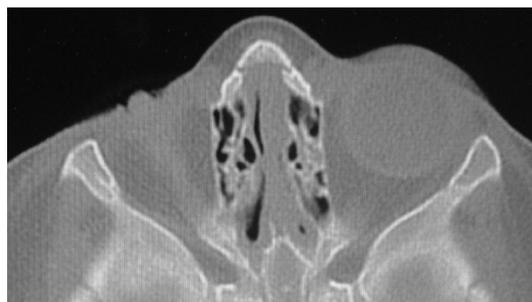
Tomografía correspondiente a la figura 3. (Bernadino., 2010)
